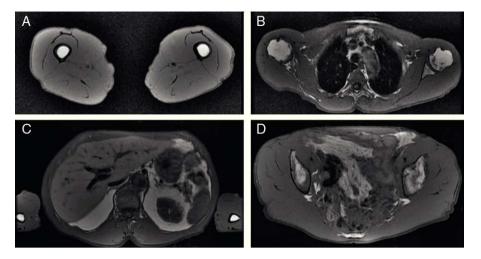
Resonancia magnética potenciada en T1.
